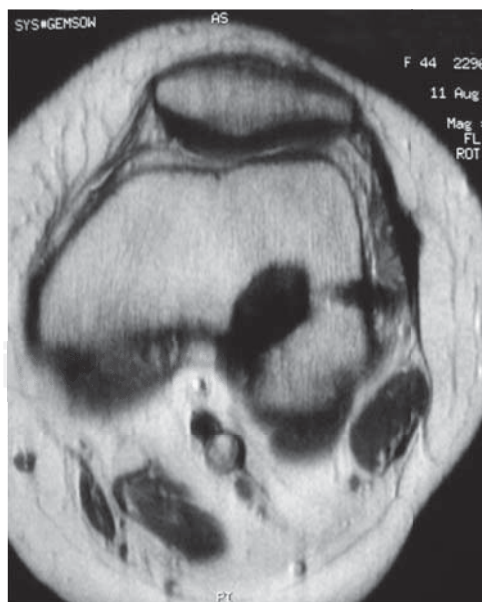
Corte axial de resonancia magnética en secuencia T1 donde se observa migración lateral del pin bioabsorbible.
